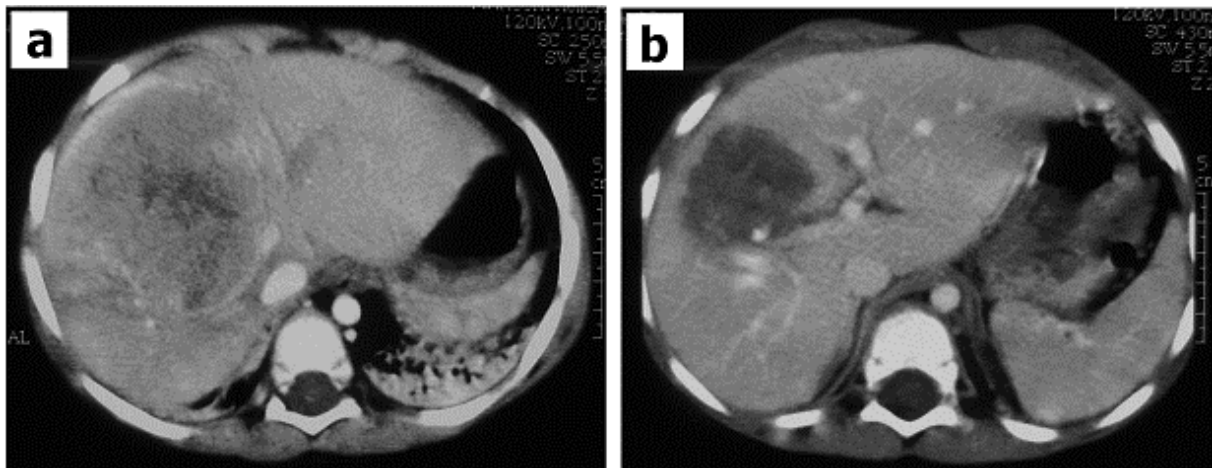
TDM abdominale chez un enfant avec un hépatoblastome au niveau du lobe droit avant (a) et après (b) la chimiothérapie. La taille de la tumeur a diminué et le patient a bénéficié d'une hépatectomie droite avec des marges d'exérèse saines [51]
